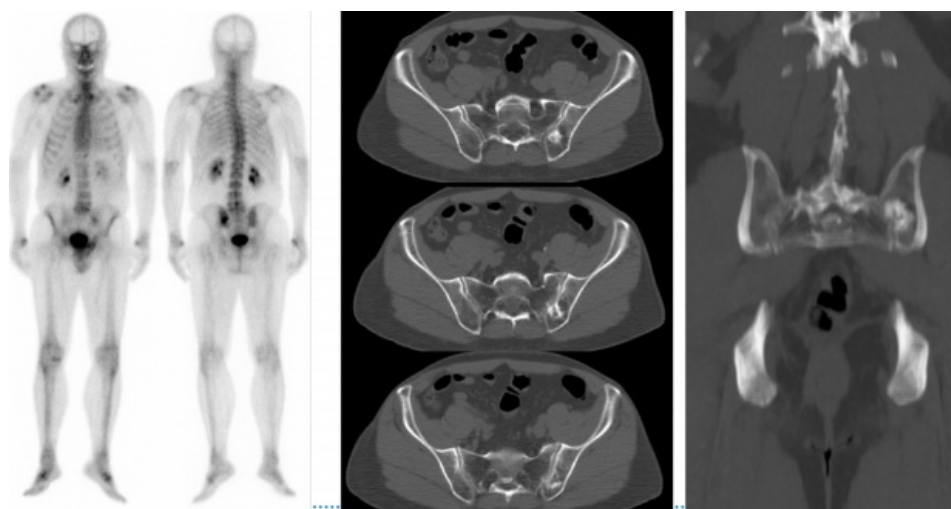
Centellografía ósea para estadificación osteometabólica observándose foco hipercaptante en tercio medial de unión sacroilíaca izquierda sugestivo de secundarismo. CT posterior con presencia de imagen lítico-blástica en hueso ilíaco izquierdo, en región subcondral.
